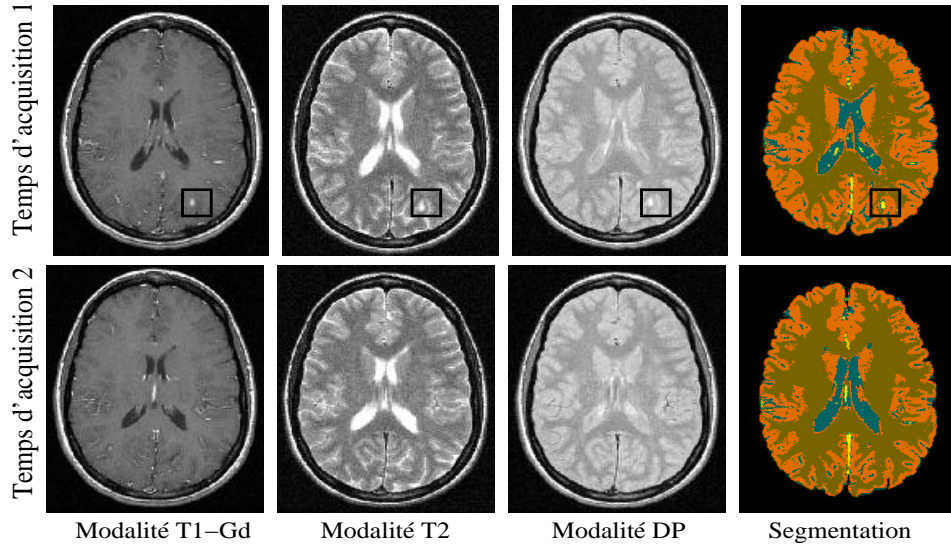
STREM2* pour des données cliniques. Une lésion jeune apparaît au temps d'acquisition 1 et disparaît au temps d'acquisition 2. Les IRM sont stables pour les temps d'acquisition suivants. Les résultats préliminaires sur la segmentation jointe montre la détection de très petites lésions évolutives.
